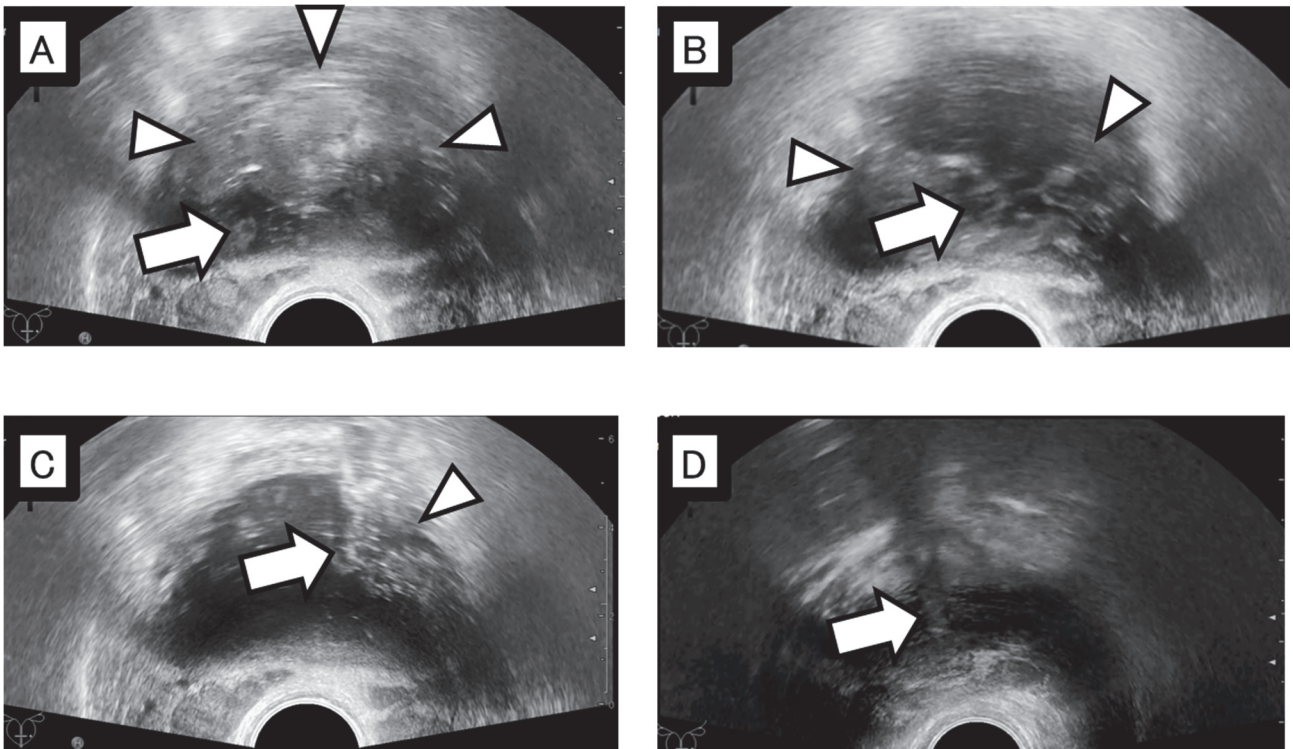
膀胱タンポナーデの経直腸的超音波画像 (矢印：切除鏡先端，三角：凝血塊)
